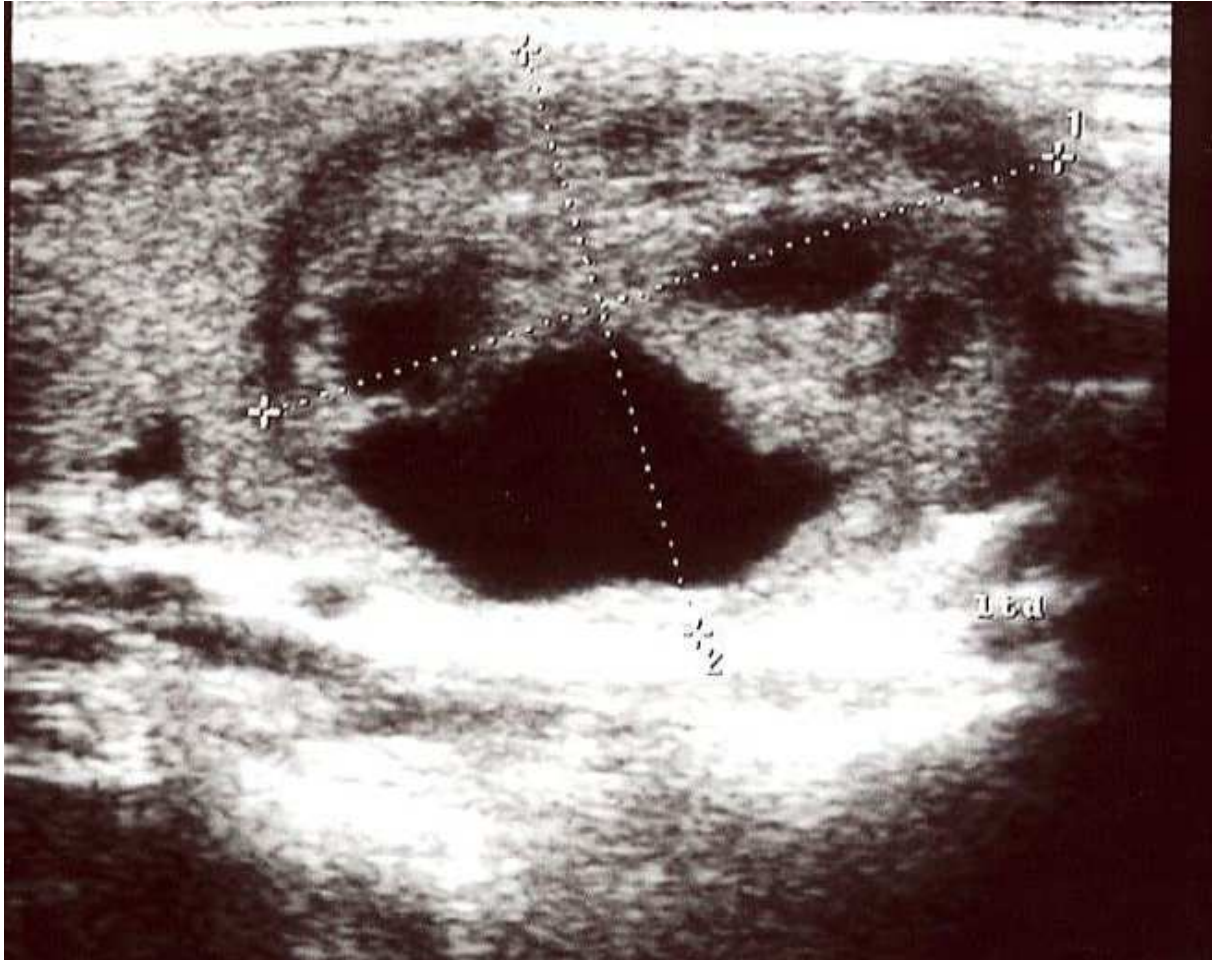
échographie thyroïdienne réalisée chez le patient n°6 montrant un lobe thyroïdien droit augmenté de taille avec présence d'un nodule polaire inférieur d'échostructure hétérogène .
